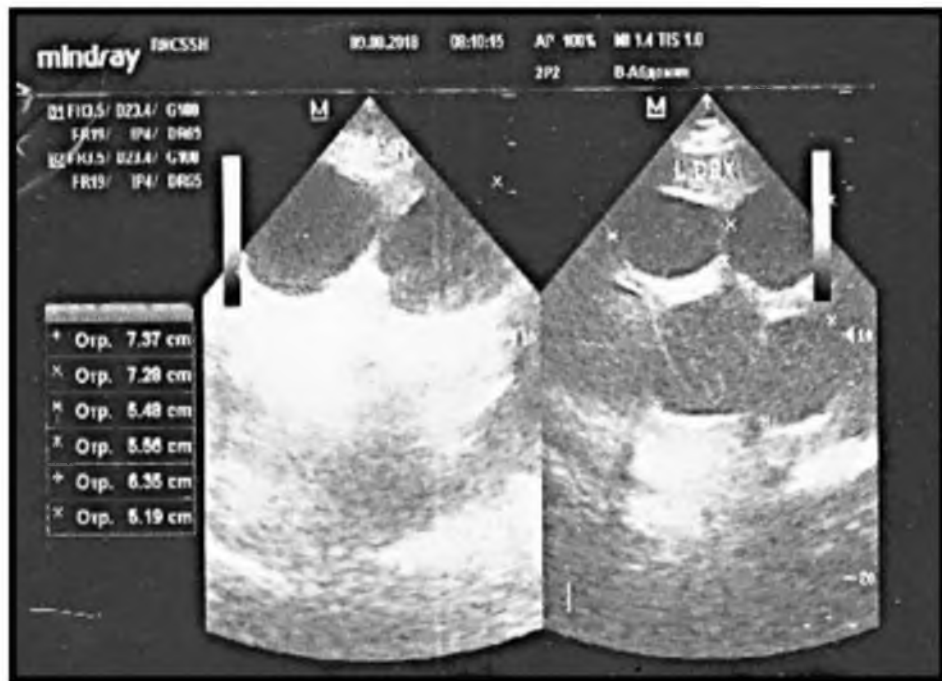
УЗИ. Рецидивная ЭК СЕ1 типа
